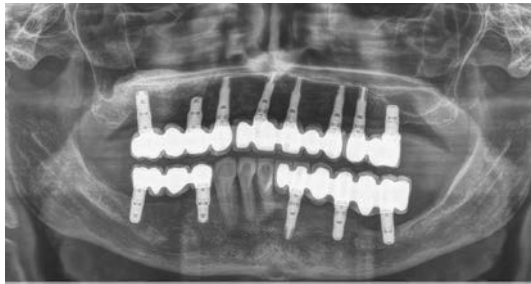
Radiografía de control a los 6 años de seguimiento.
